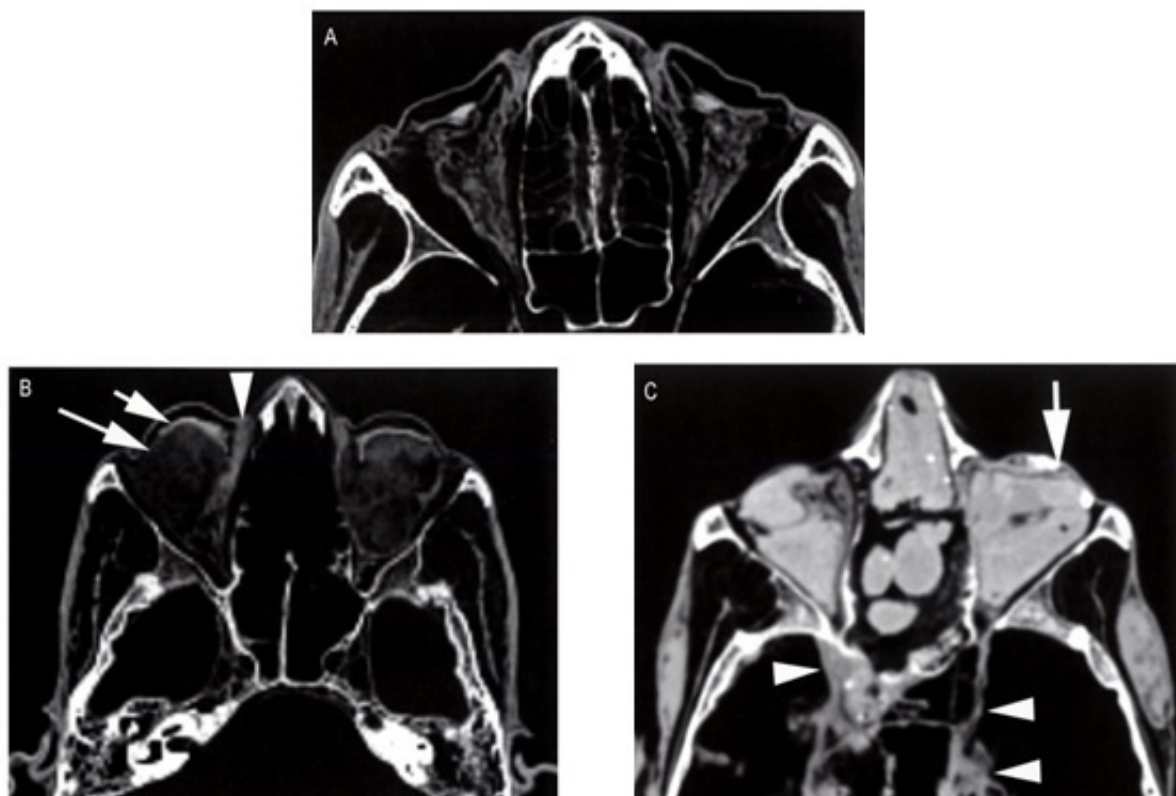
TAC orbitario de las momias de: A. Tutmosis II; B. Tuya; C. Seti I (Hawass & Saleem, 2016)
